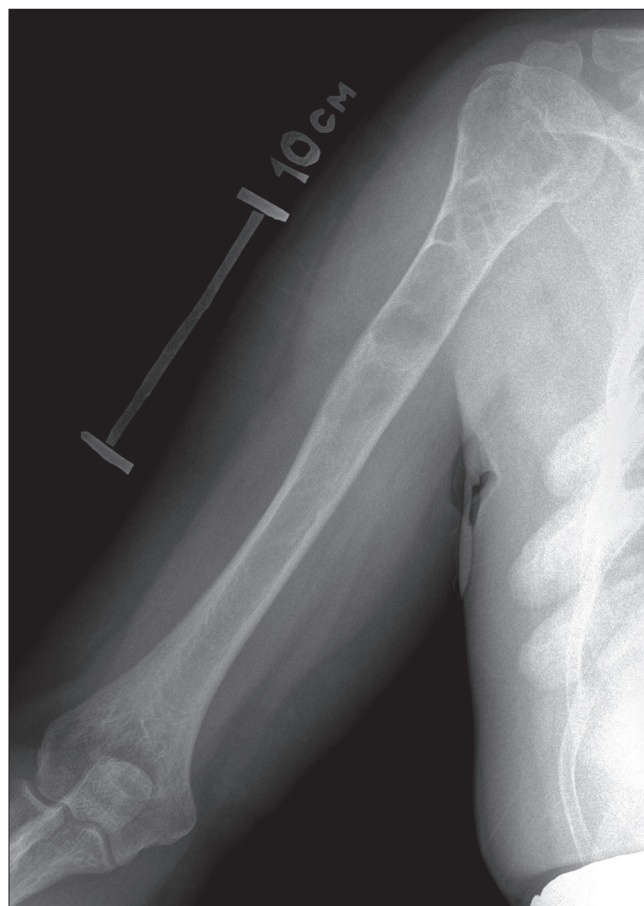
Пациентка П., 32 года. Диагноз: гигантоклеточная опухоль правой плечевой кости. Рентгенограмма правой плечевой кости с масштабной линейкой
